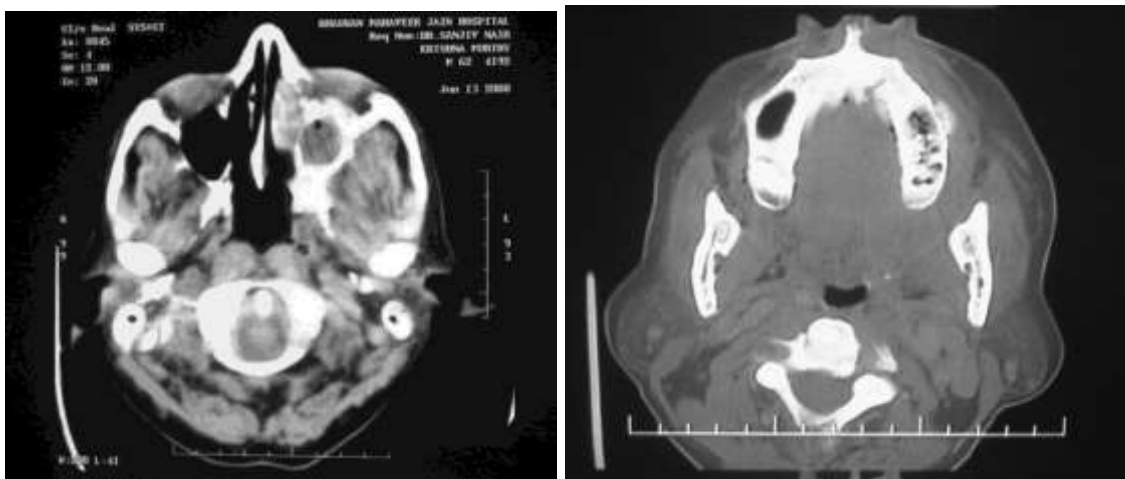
TAC tomada como ejemplo de un caso clínico en la cual se puede observar un secuestro y osteólisis en el área maxilar superior izquierda.
